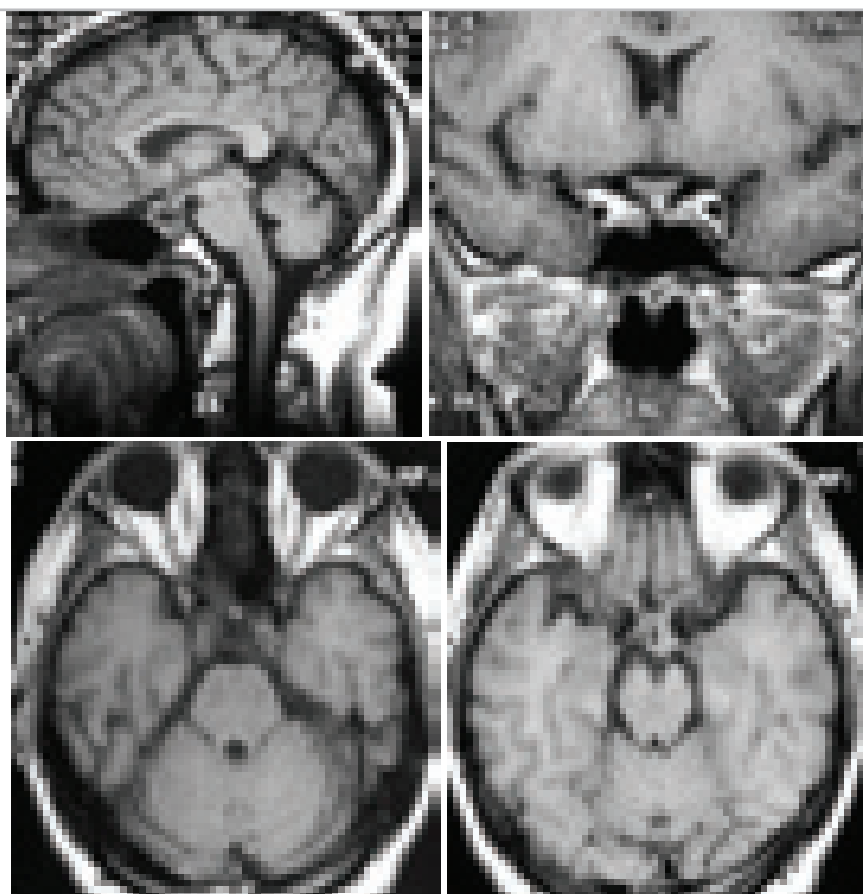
Послеоперационные МРТ изображения больного О., 43 лет через 14 месяцев после операции. Т1-взвешенные МРТ. Радикальное удаление опухоли. Устранена компрессия ствола и дна третьего желудочка.
